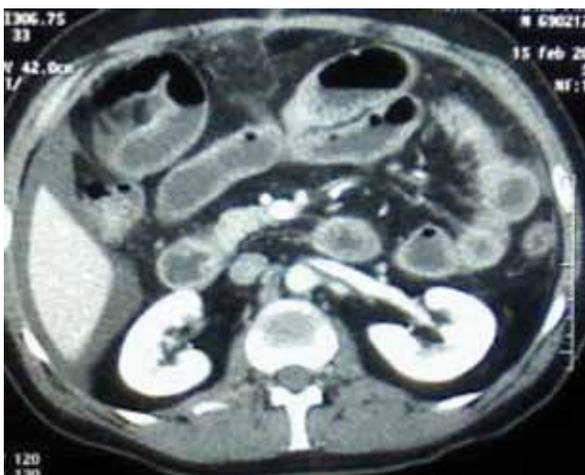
Tomografía abdominal. Asas intestinales engrosadas.
